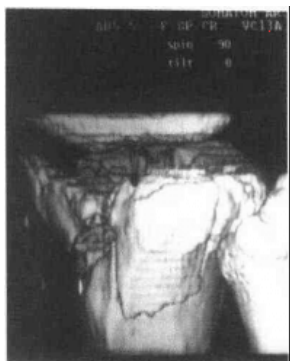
胫骨平台骨折三维 CT 重建图像
